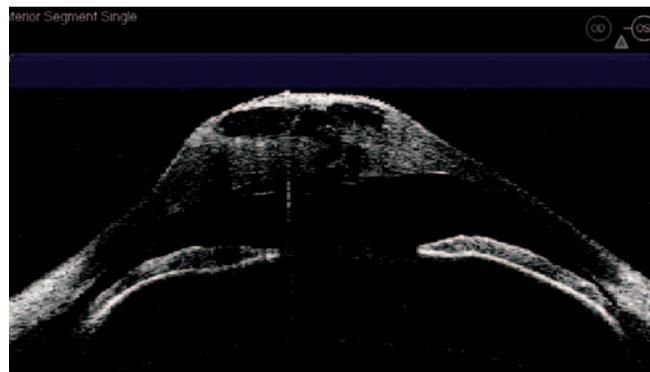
Оптическая когерентная томограмма переднего отрезка левого глаза пациента Д.: острый кератоконус, выраженный отек роговицы
